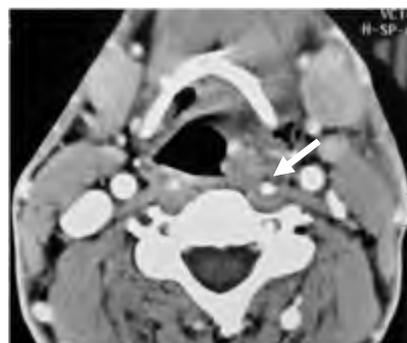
TDM en coupe axiale : hématome du sinus piriforme
